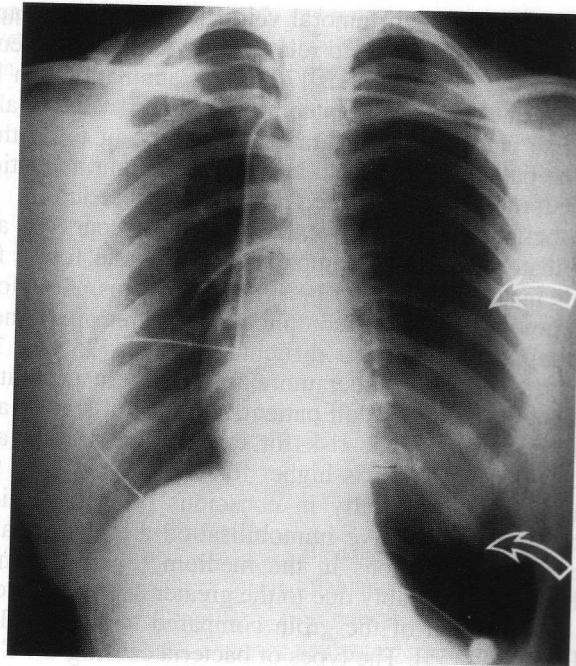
One hour after insertion of a left subclavian catheter, this (non-ventilated) patient became slightly dyspnoeic. Chest X-ray showed a large left-sided pneumothorax with the underlying lung still partly inflated. A chest drain was subsequently inserted, after which the patient recovered. The drain was removed 48 h later without further complications
